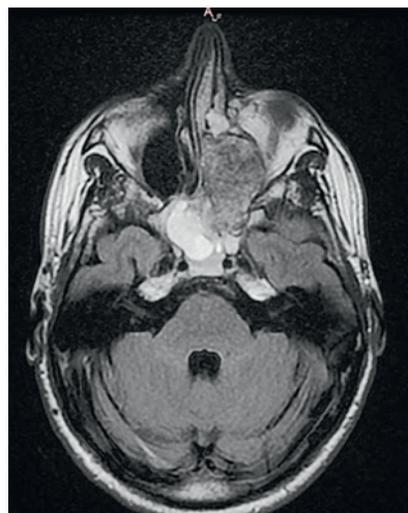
МРТ ОНП: новообразование решетчатого лабиринта слева, вторичные изменения в клиновидной пазухе
